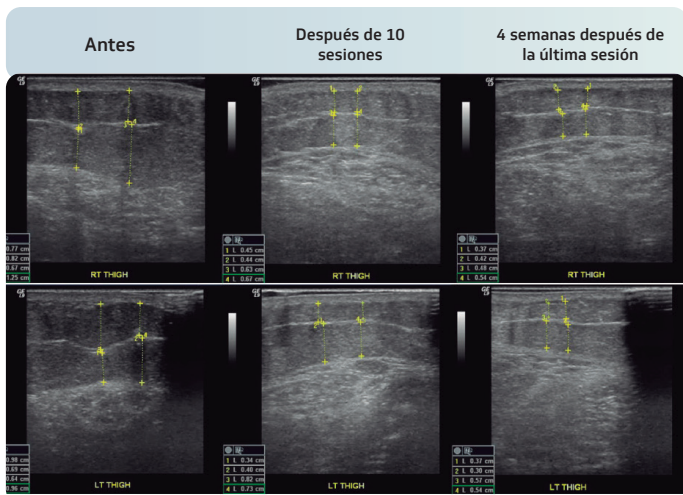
Ultrasonografía que muestra la reducción de la capa de grasa en el área del muslo después de 10 sesiones de tratamiento y 4 semanas después de la última sesión con respecto al espesor de grasa antes del tratamiento.
